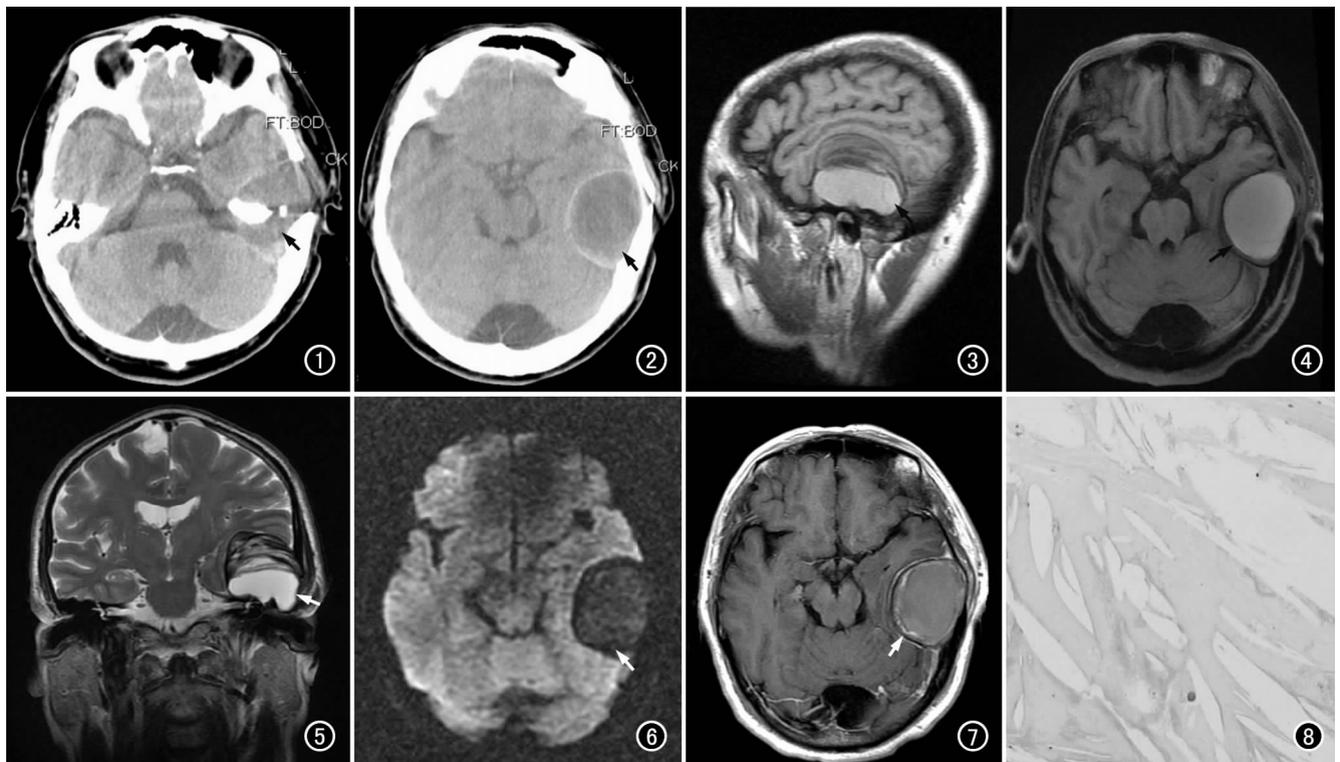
CT 平扫示左颞部形态不规则肿物(箭), 呈低密度, 包绕左颞骨岩部, 左颞骨侵蚀破坏, 局部缺损。图 2 CT 平扫示左颞部类圆形肿物(箭), 中央密度低, 边缘见环状高密度影。图 3 矢状面  $T_1$ WI 示左颞部病变以高信号为主(箭), 上部为葱皮样高低混杂信号。图 4 横轴面抑脂  $T_1$ WI 示病灶信号(箭)与抑脂前图像比较无明显变化。图 5 冠状面  $T_2$ WI 示病灶信号(箭)与  $T_1$ WI 类似, 大部分为高信号, 上部呈葱皮样高低混杂信号, 边缘可见低信号环, 上部呈类圆形, 下部有分叶。图 6 DWI 示左颞肿物呈低信号(箭)。图 7 横轴面 MRI 增强扫描示左颞部肿物边缘呈不完整环状强化(箭), 中央无强化。图 8 镜下示病变组织大部为透明变性的纤维结缔组织, 其间可见胆固醇结晶( $\times 100$ , HE)。
